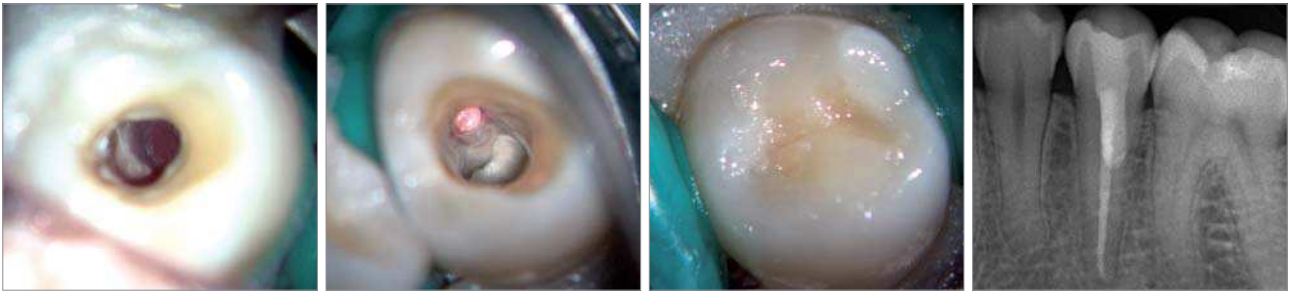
Mittels Dentalmikroskop konnte der Anfangsverdacht visualisiert werden. Es bestand eine breitflächige bukkale Perforation. – Abb. 8: Der Blick durch das DM verdeutlicht den Perforationsverschluss mittels MTA. Ferner zeigt sich der weiter lingual gelegene Wurzelkanal nach chemomechanischer Reinigung und Obturation mit Guttapercha/Sealer. – Abb. 9: Klinische Situation nach Restauration des Zahnes mit einer Kompositfüllung. – Abb. 10: Abschlussröntgenbild nach Perforationsdeckung und Wurzelkanalfüllung des Zahnes 35.
